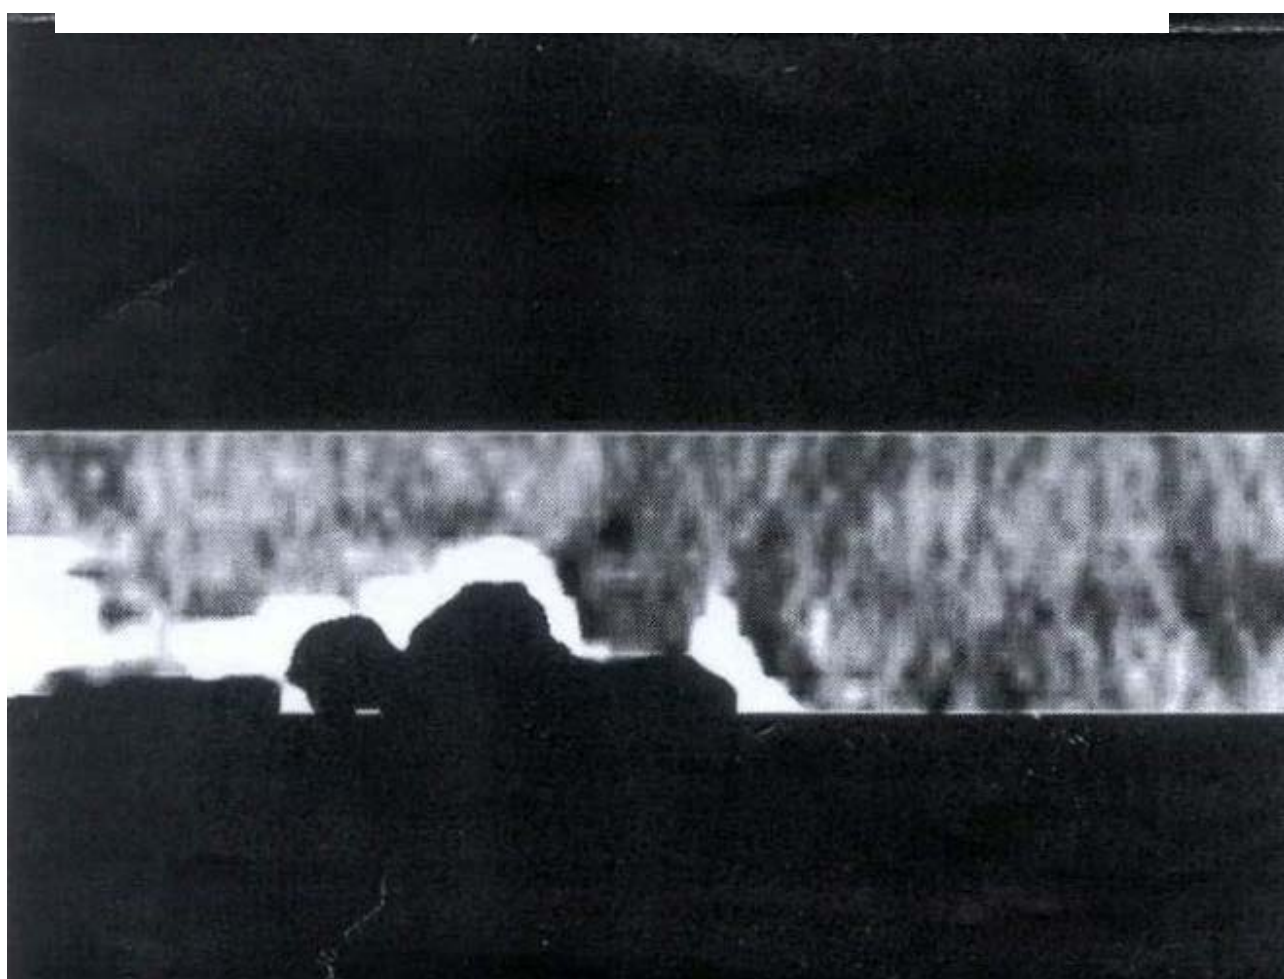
TAC de silla turca donde se muestra la tumoración con crecimiento supraselarselar.
